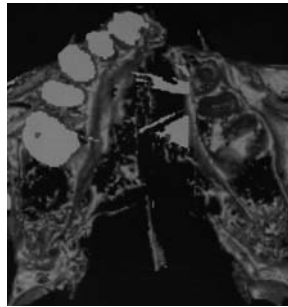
Rekonstruktions-CT Spaltregion links. – Abb. 6: Schnittführung Oberlippen-Naseneingangskorrektur.
